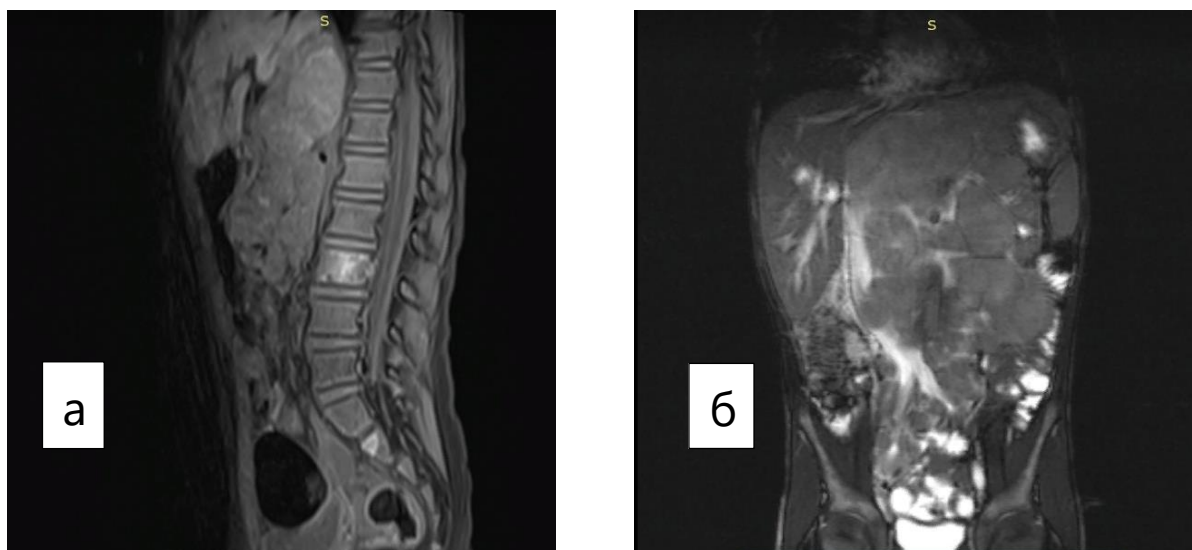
Магнитно-резонансная томография с внутривенным контрастированием: а) МРТ поясничного отдела позвоночника – метастатическое поражение L2, S1 позвоночника; б) МРТ брюшного отдела – объемное опухолевое образование забрюшинного пространства
